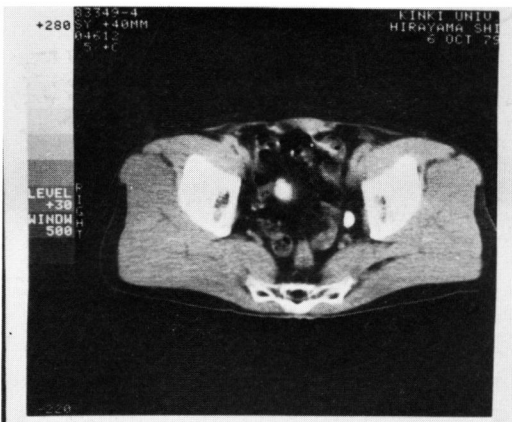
Ureteral tumor. CT cannot demonstrate ureteral tumor but ureteral dilatation. No mass lesion obstructing the ureter is observed nearby the ureter.
